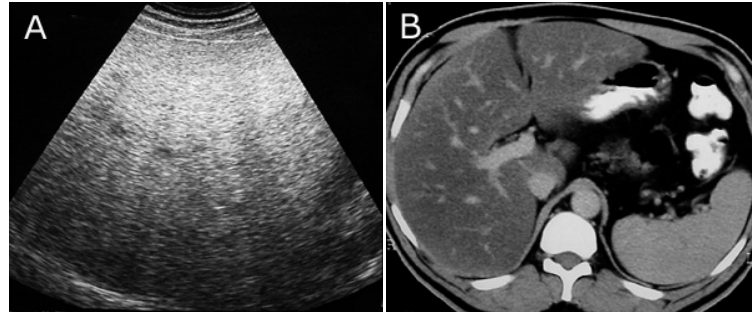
A- Ecografía abdominal: hígado aumentado de tamaño y de ecogenicidad por la infiltración grasa. En la parte más anterior el parénquima se ve más ecogénico y hacia posterior va disminuyendo su ecogenicidad producto de que la transmisión del sonido se altera y disminuye. No se distinguen vasos suprahepáticos ni portales debido a que la alteración del haz de sonido disminuye el contraste. B- TAC de abdomen: el hígado se ve más oscuro ya que la densidad del parénquima está disminuida. La densidad del hígado debiera ser algo mayor que la del bazo. En este caso el bazo se ve más denso que el hígado. A diferencia de la ecografía la grasa permite mayor contraste en la TAC, razón por la cual los vasos intrahepáticos se ven con mayor detalle, especialmente hacia la periferia.
